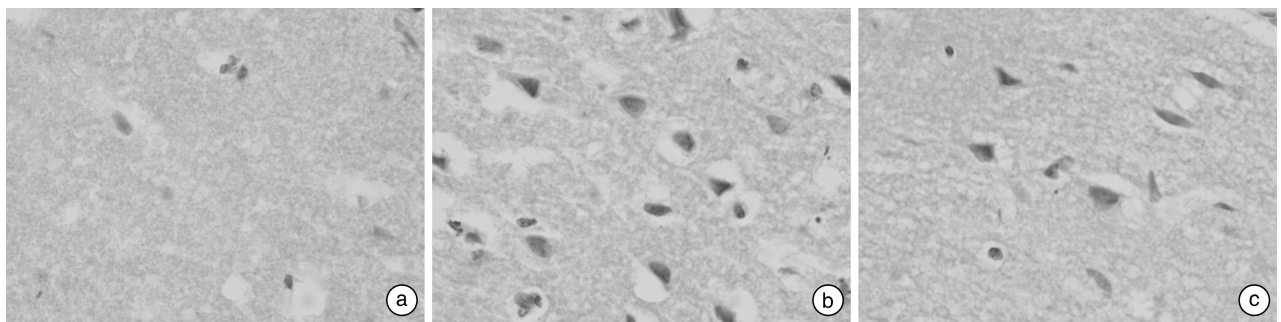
海马脑片 TUNEL 染色对照组脑脊液作用于脑片后可见少许 TUNEL 阳性细胞(a),HSE 患者脑脊液作用后可见大量 TUNEL 阳性细胞(b),SB-3CT 组 TUNEL 阳性细胞明显减少(c)(×400)
